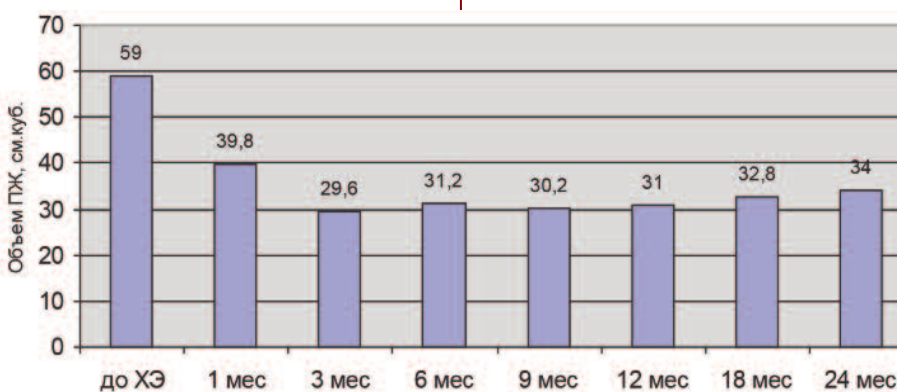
Динамика объема ПЖ по результатам ТРУЗИ
